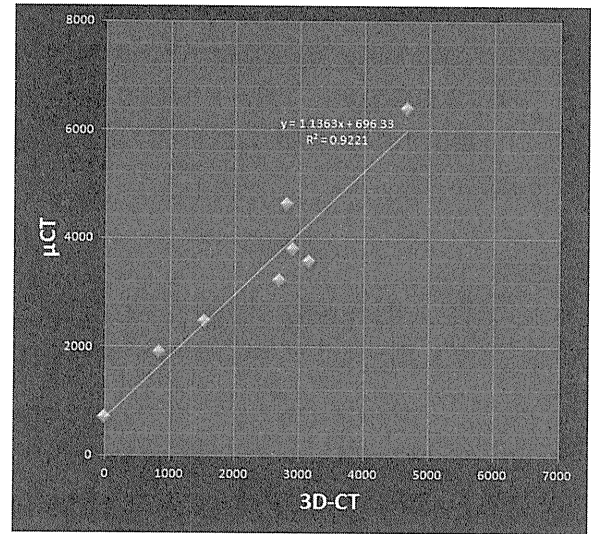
3D-CT と μ CT の骨吸収領域体積の相関。単位は mm^3
